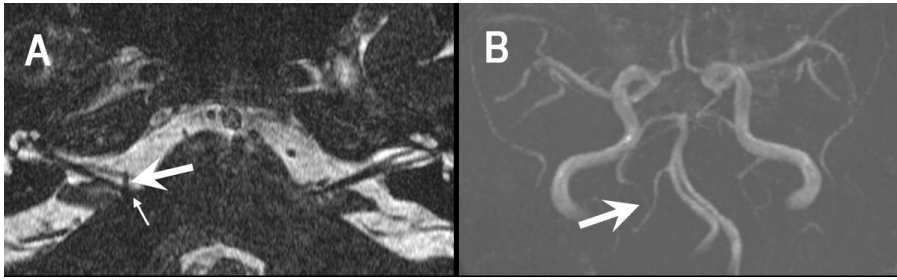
MR image and MR angiography in a patient with right hemifacial spasm. (A) Axial view of T2 thin-section MR image shows that the right dominant-PICA (large white arrow) compresses the root exit zone of the facial nerve (small white arrow). (B) Three-dimensional TOF intracranial angiographic image demonstrates the right dominant-AICA (white arrow).
